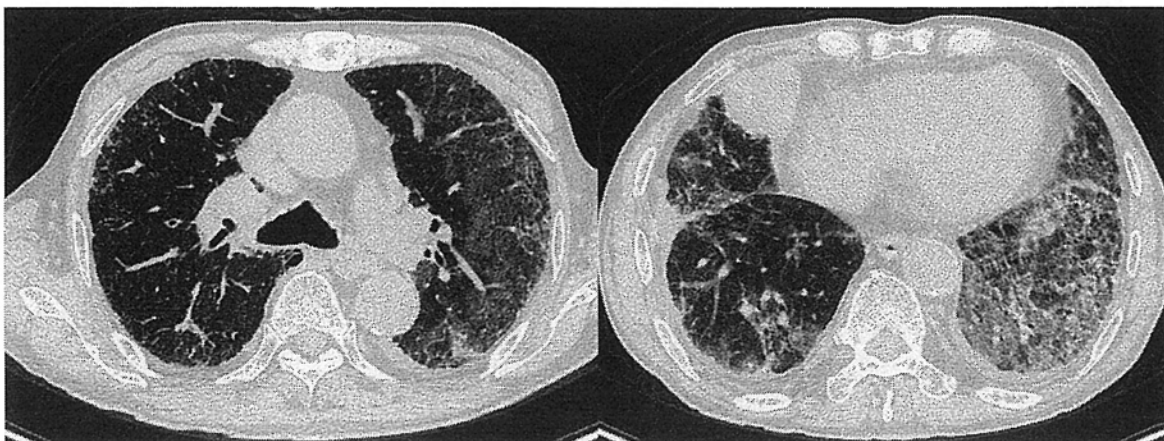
A chest computed tomography scan obtained on admission shows a tumor in the right S⁸ with right pleural effusion and reticular shadows in the left lung field.
